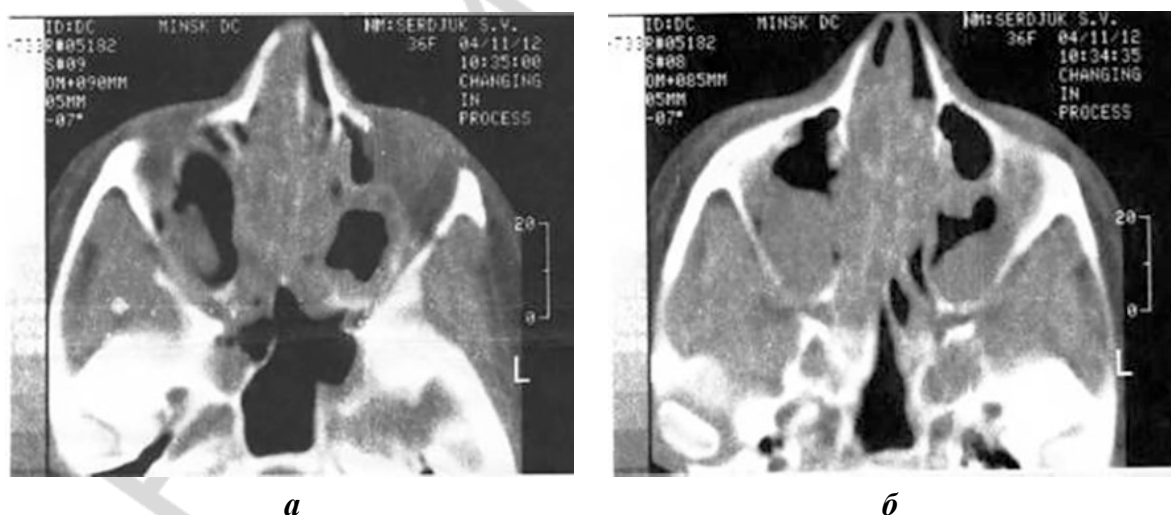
КТ лицевого черепа
